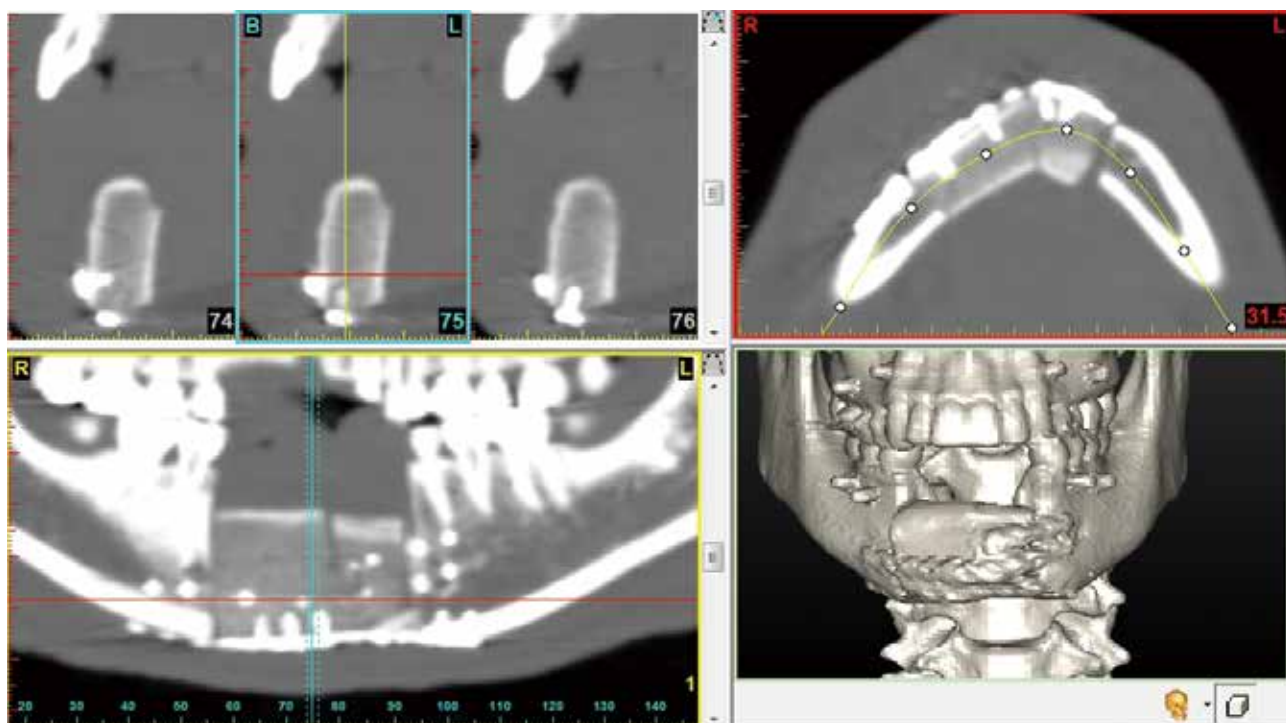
下颌前部成釉细胞瘤切除+血管化髂骨移植术后即刻的CT影像
